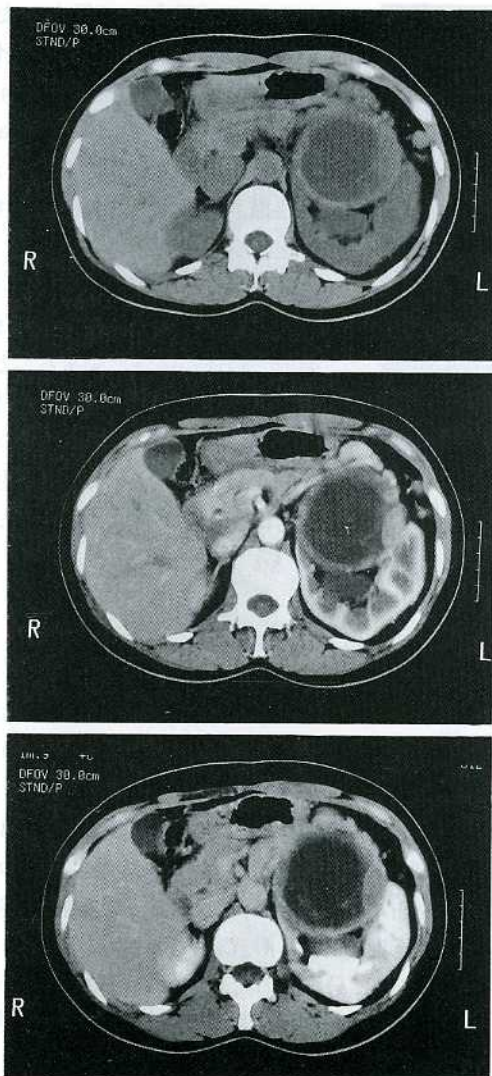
CT shows a left renal cystic mass with septa and a partially enhanced cyst-wall, respectively.
